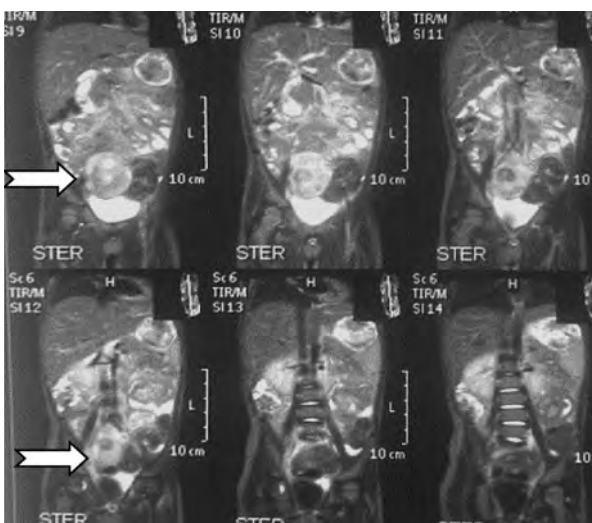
MRI finding; central lower abdominal well-defined predominantly homogenous mass.
